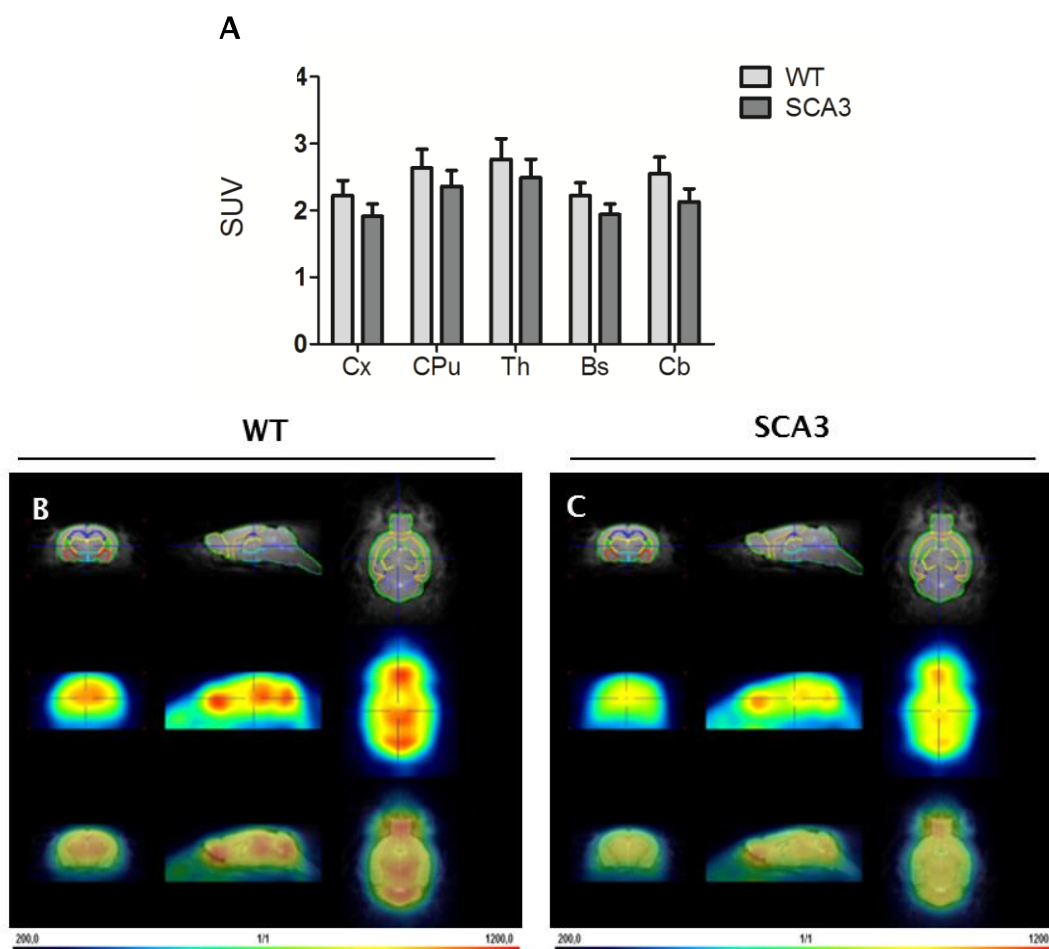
Análisis de la actividad metabólica cerebral a las 21 semanas de edad. Estudio PET para la ^{18}F -FDG en la fase intermedia de la enfermedad en ratones WT y transgénicos SCA3. En el panel A se muestra el análisis cuantitativo de esta prueba. Los valores se expresan como la media del SUV (valor de captación estándar) para cada grupo experimental \pm SEM. Los datos se analizaron mediante un análisis de test de Student. Imágenes representativas de la acumulación de ^{18}F -FDG *in vivo* en el cerebro de animales WT (B) y SCA3 (C) a las 21 semanas de edad. Cx, corteza; CPu, caudado putamen; Th, tálamo; Bs, tronco encefálico; Cb, cerebelo.
